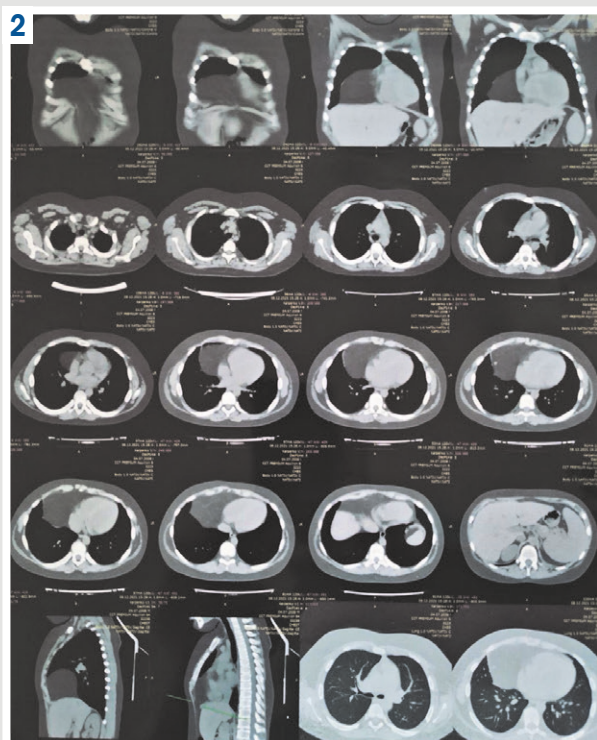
КТ органів грудної клітки, черевної порожнини хворого К.
